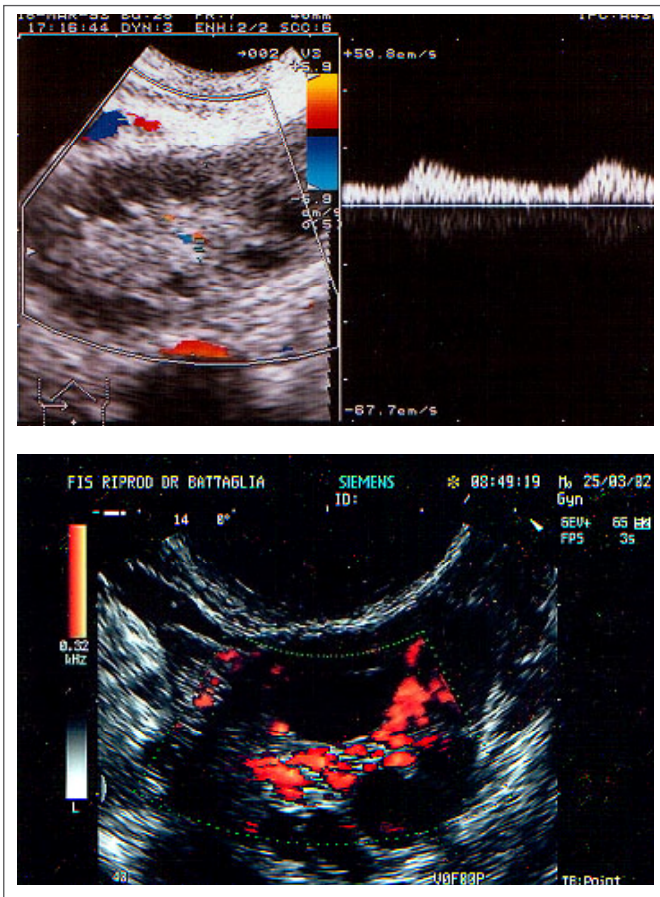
analisi Doppler-flussimetria delle arterie intraovariche. Sinistra: Color Doppler (caratterizzazione di piccole arterie stromali a bassa resistenza). Destra: Power Doppler (intensa vascolarizzazione stromale)
